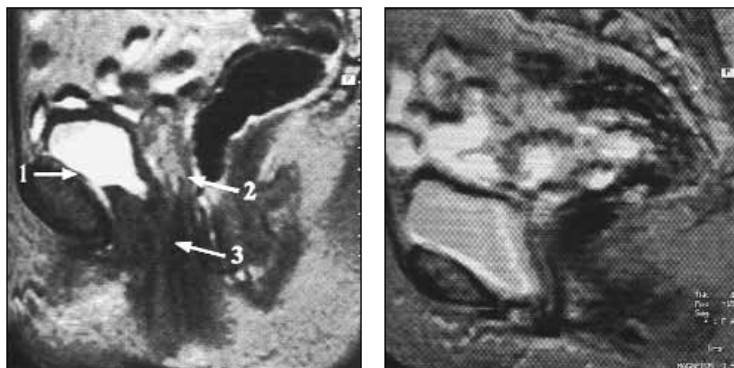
Ядерно-магнитные томограммы больных сложными формами недержания мочи (сагиттальное сканирование) (Д.Ю. Пушкарь, 1996):
